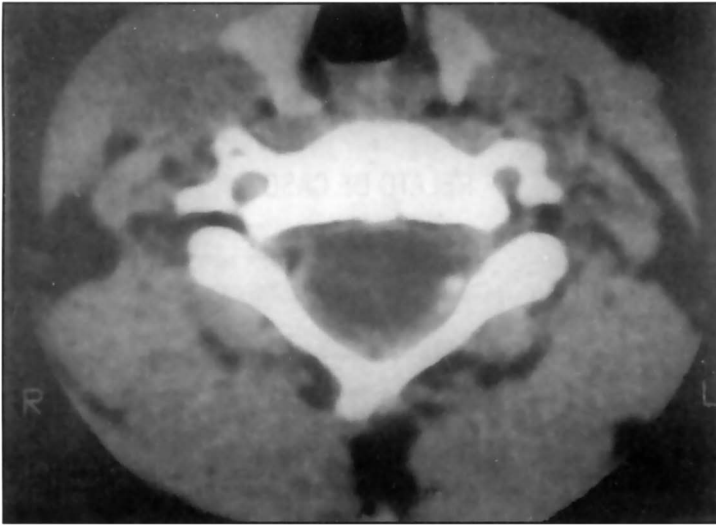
CT de coluna cervical (nível C5) com contraste intratecal, mostrando lesão hipodensa, com pequena coluna de contraste posteriormente.
